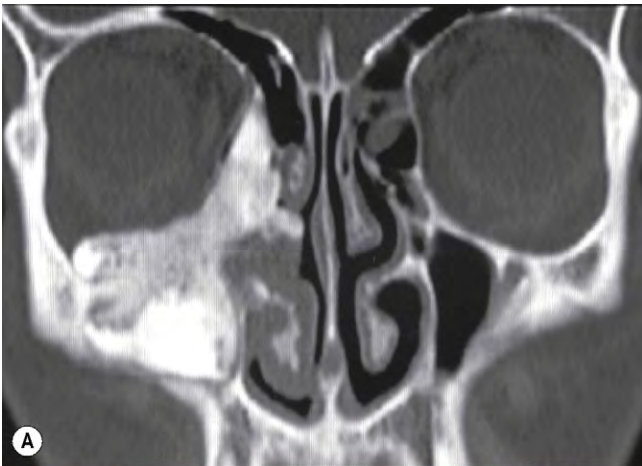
Invasión ósea de la órbita por displasia fibrosa. (A) La TC coronal muestra afectación del suelo y de la pared medial de la órbita derecha; (B) distopia en la mirada superior del ojo derecho.
